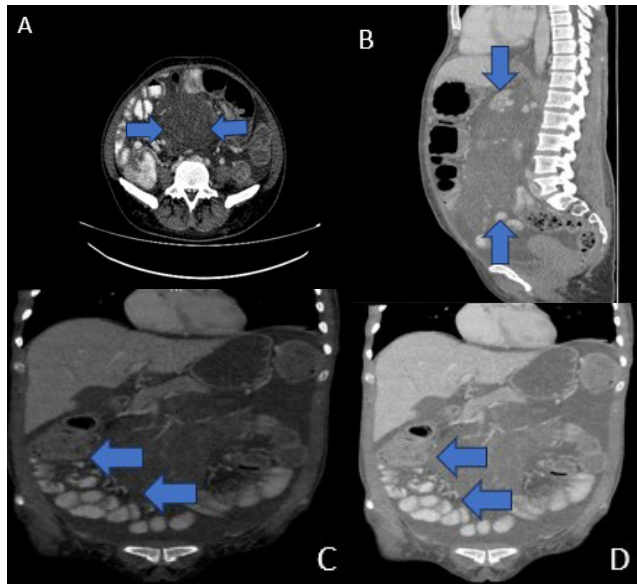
TAC de abdomen contrastado: A) corte transversal, masa hipodensa; mal definida con densidad similar a la del tejido graso (flechas), envolviendo los vasos mesentéricos con abundante líquido libre en abdomen. B) corte sagital con masa que se extiende desde el epigastrio hasta la pelvis (flechas); C y D) cortes coronales, masa con compromiso retroperitoneal y mesentérico, que parece corresponder a un conglomerado ganglionar, englobando estructuras vasculares y generando desplazamiento lateral de asas intestinales (flechas) con presencia de ascitis. Fuente: los autores.
